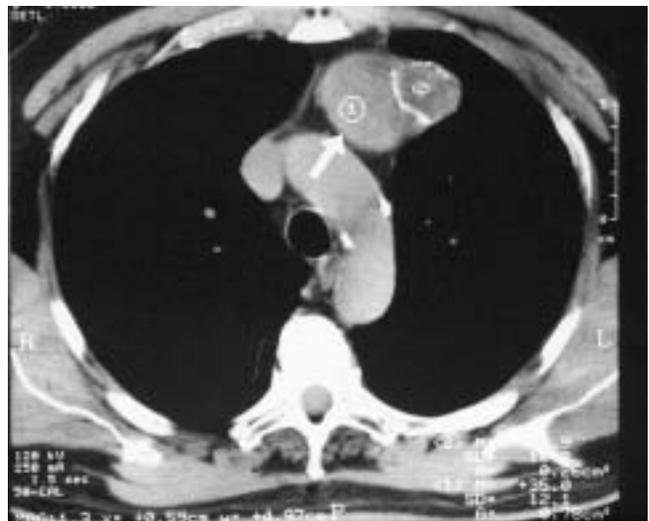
Tomografía computada helicoidal. En el mediastino anterior, se identifica una lesión sólida, única de contornos bien definidos y presencia de calcificaciones en su interior (flecha).
